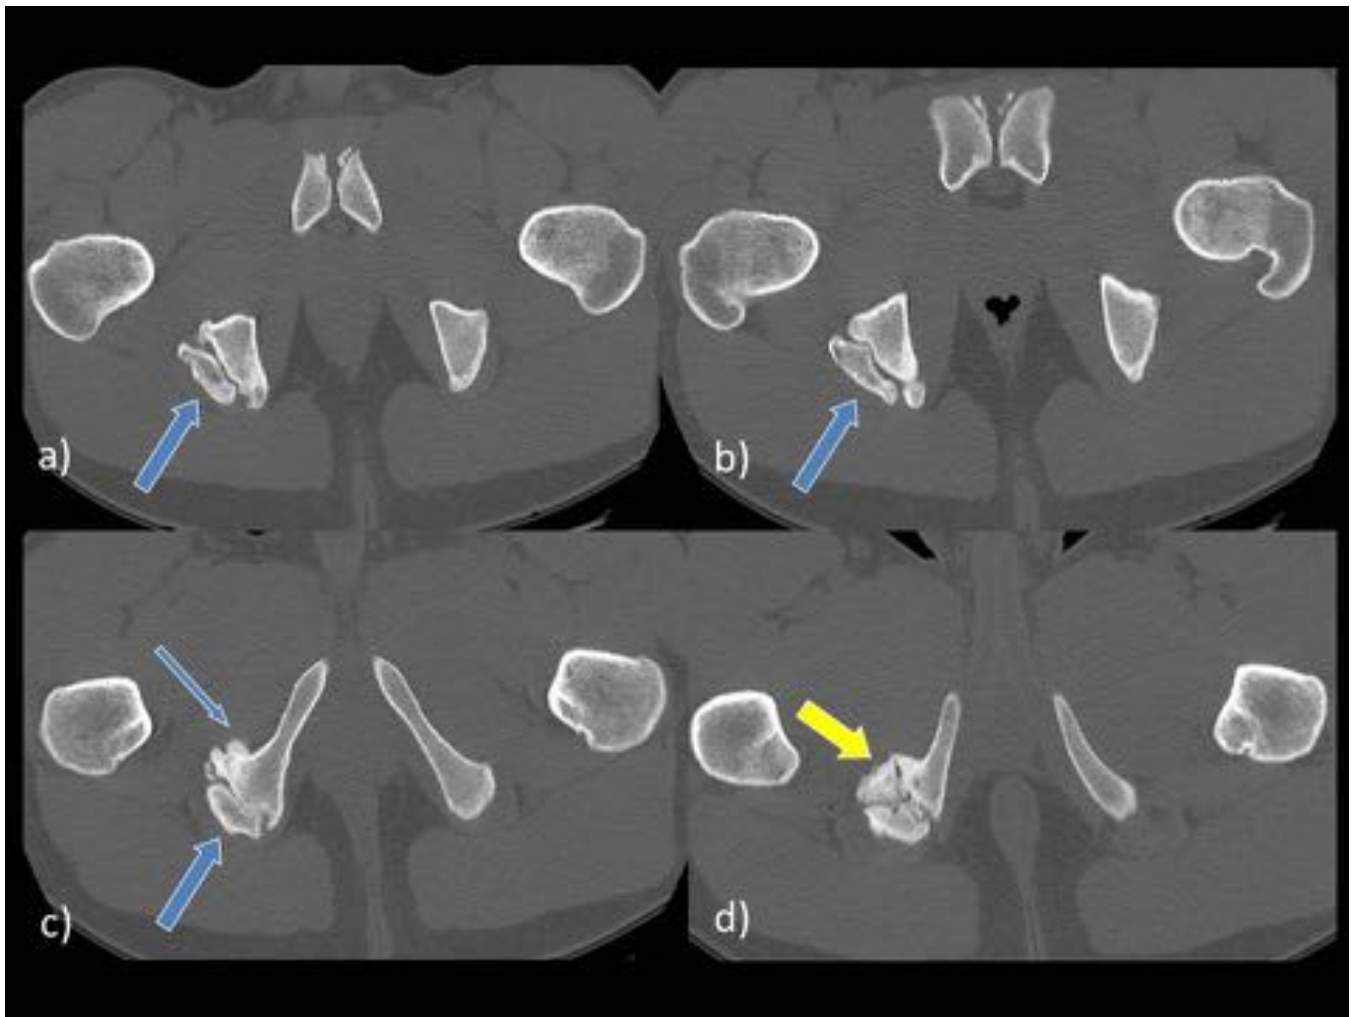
Se muestran imágenes de cortes axiales de TC a nivel de región isquiática bilateral de craneal a caudal a, b, c y d respectivamente. Se observa asimetría de ambos isquiones con imagen de densidad ósea de localización inferior y lateral a isquion derecho (flecha azul), con formación de hueso heterotópico (flecha amarilla) y callo óseo (flecha fina azul) cambios sugestivos de pseudoartrosis más llamativos en porción caudal (b y c).
